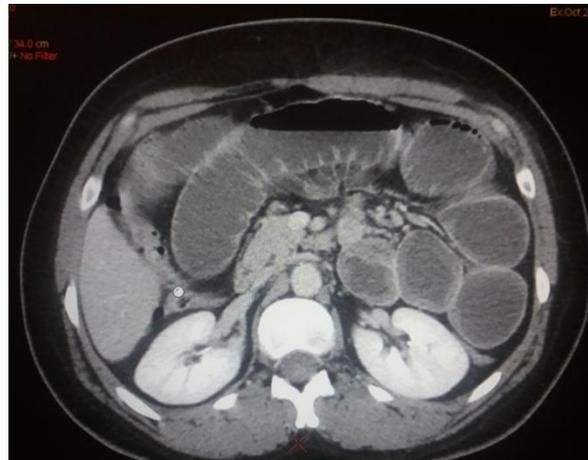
Aspect TDM d'une distension des anses grêliques avec niveaux hydro-aériques.
